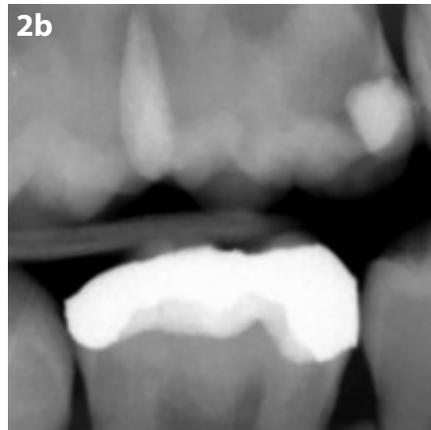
Trattamento di una lesione cariosa oclusale profonda con EQUIA Forte HT. a. L'immagine clinica mostra una lesione cariosa oclusale profonda con cavitazione in un primo molare superiore sul lato sinistro. b. Radiografia bitewing di una lesione cariosa oclusale profonda in un primo molare superiore sul lato sinistro. c. Immagine clinica della cavità dopo aver rimosso la lesione cariosa. d-f. Applicazione del condizionatore della cavità. g. Applicazione di EQUIA Forte HT nella cavità. h. Immagine clinica del restauro prima della lucidatura. i. Immagine clinica del restauro dopo la lucidatura. j. Controllo dell'occlusione con carta per articolazione. k. Applicazione di EQUIA Forte HT Coat sulla superficie del restauro. l. Fotopolimerizzazione di EQUIA Forte HT Coat. m-n. Immagine clinica del restauro. o. Radiografia del restauro.
